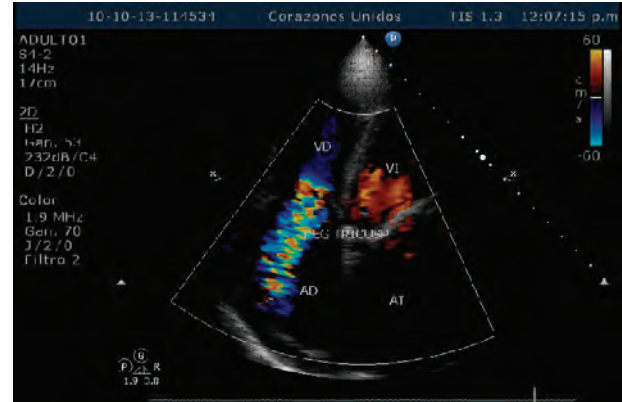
Ecocardiograma bidimensional en posición de 4 cámaras, muestra regurgitación tricuspídea moderada en un paciente con estenosis mitral severa. VD=Ventrículo derecho VI=ventrículo izquierdo. AD=aurícula derecha, AI=aurícula izquierda.
